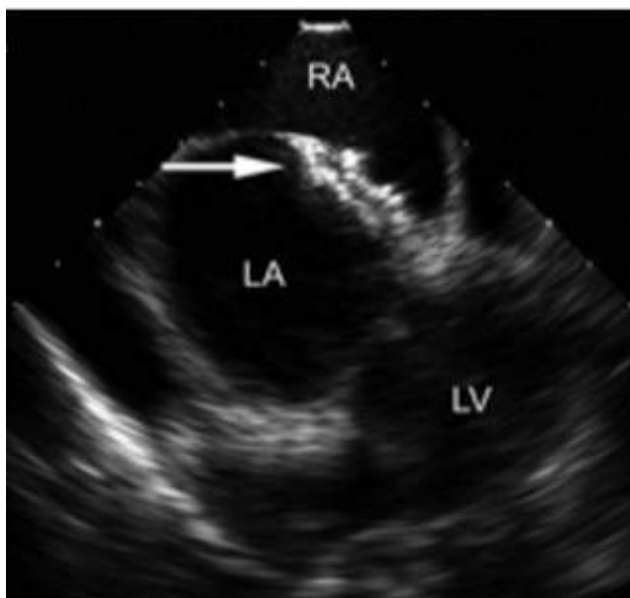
Интракардиальная эхокардиография: LA – left atrium (левое предсердие), LV – left ventricle (левый желудочек), RA – right atrium (правое предсердие) *Примечание: Стрелка указывает расположение окклюдера (заимствовано из Yared K. et al., 2009) [296].*
